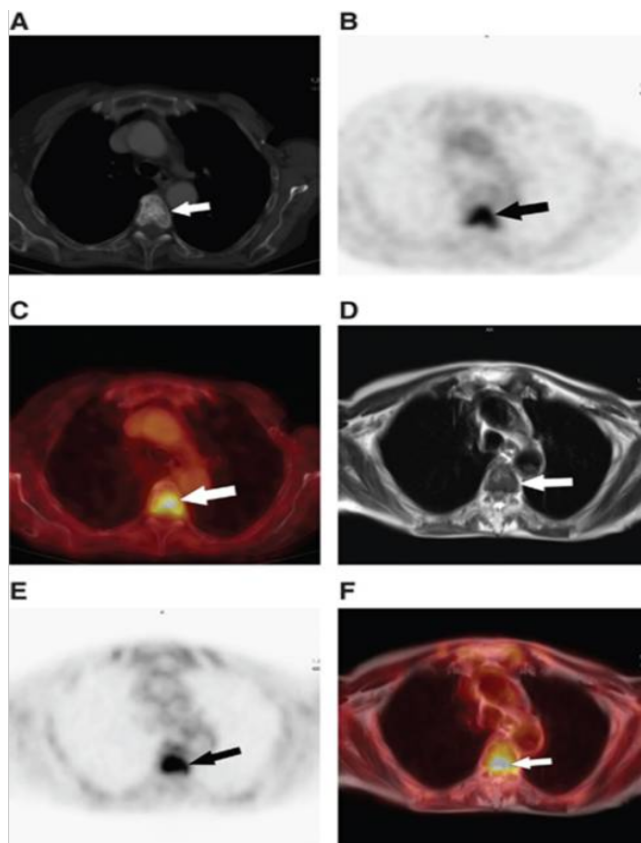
Exames de TC axial (A), PET axial de PET-TC (B), PET-TC axial fundido (C), HASTE axial (D), PET axial de PET-RM (E), PET-RM axial fundido (F), mostrando grande lesão metastática vertebral blástica ávida por FDG é identificada na TC (seta), bem como na imagem PET correspondente. A intensidade reduzida do sinal nas imagens HASTE de mesmo nível (D) torna a lesão visível também na imagem de RM.
